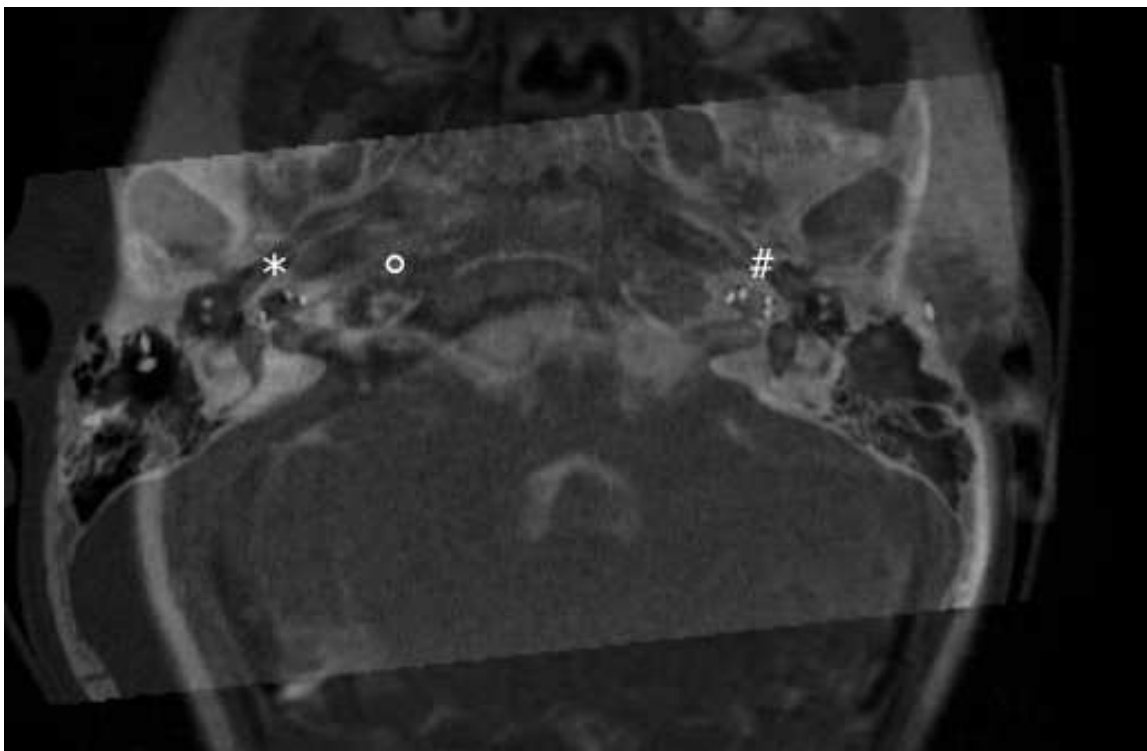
Beispiel einer „schlechten“ Fusion des Gesamtschädels wegen Größenwachstum (C03). Schädel im CT () größer als im MRT (°). Liegen die linken Cochleae übereinander (#), ist eine Fusion rechts nicht möglich. Ansicht von inferior.*
